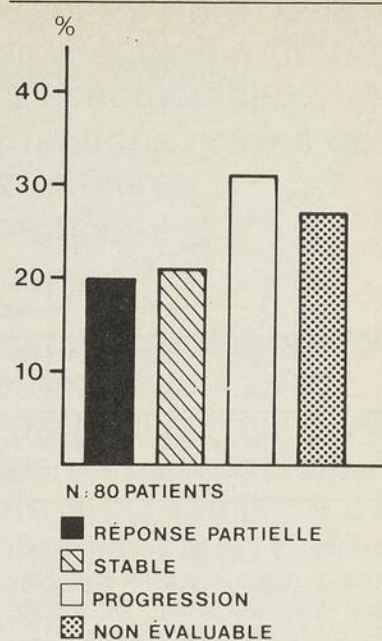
Taux de réponse évalué par la radiographie pulmonaire. Vingt pour cent des patients ont eu une réponse partielle et vingt et un pour cent se sont stabilisés sous traitement.
